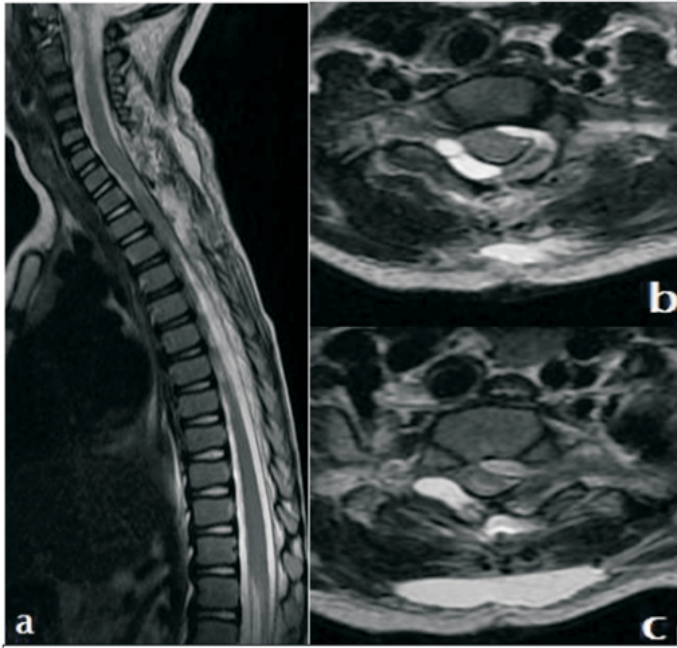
IRM cervicale postopératoire en séquences pondérées T2 en coupes sagittale (a) et axiales (b, c). Laminectomie postérieure de C6 à T2 avec remaniements postopératoire des parties molles paravertébrales. Persistance de la collection hématique épidurale qui a nettement diminué en taille avec régression de la compression médullaire.
